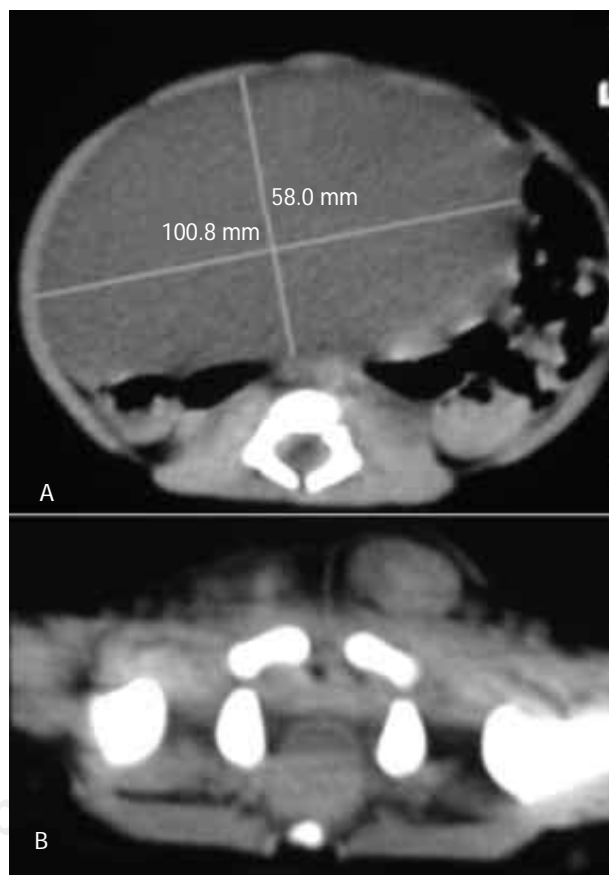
A) TAC abdominal: masa abdominal quística con desplazamiento de asas. B) TAC pélvico: saco herniario con ovario izquierdo en su interior.
